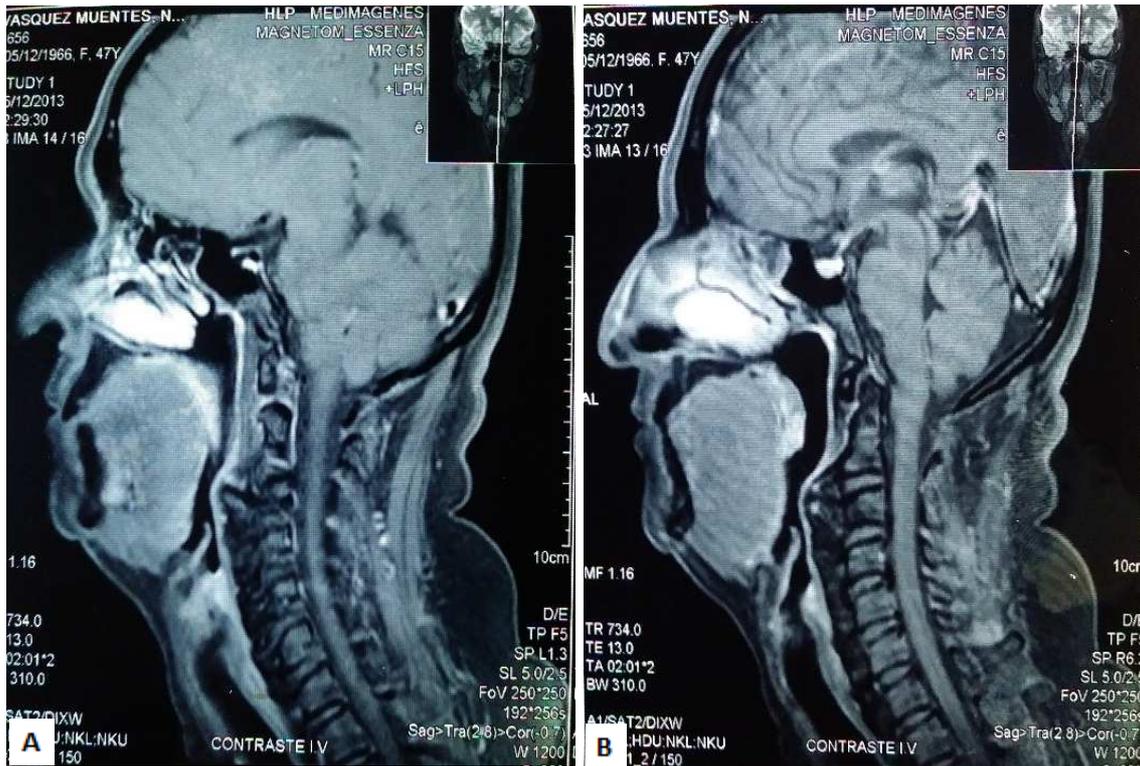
RM cervical, contraste I.V Corte sagital. A-B (T1). A nivel de la columna cervical el canal raquídeo es normal, no se observan reforzamientos de la lesión, ni mielopatía compresiva cervical. No se observan alteraciones a nivel de la unión cráneo cervical. Imagen en relación con osificación del ligamento longitudinal anterior, que podría estar relacionado con hiperostosis esquelética difusa idiopática.
